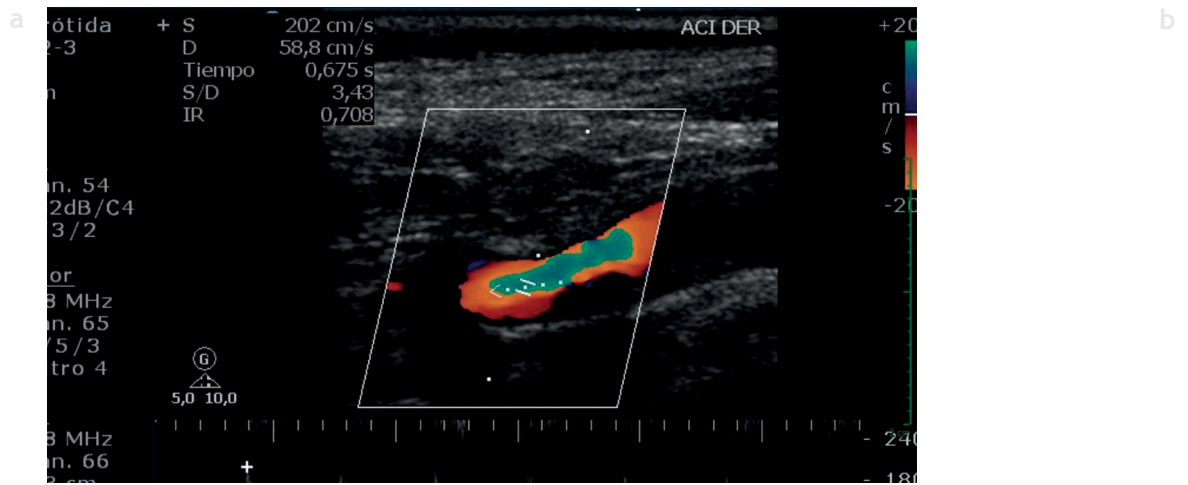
(a) y (b) Ecografía Doppler color y angiografía por resonancia magnética con gadolinio correspondiente a uno de los casos del grupo 2 (50-69%), donde existió una discordancia en cuanto al grado de estenosis carotídea. La estenosis fue clasificada por la ecografía Doppler color en el grupo 50-69%, mientras que la angiografía por resonancia magnética con gadolinio la categorizó en < 50%.
